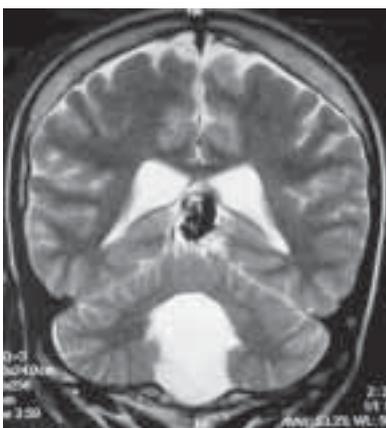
RM no plano coronal T2 demonstrando sinais de "voids", correspondentes a estruturas vasculares dilatadas, na região da veia de Galeno.
